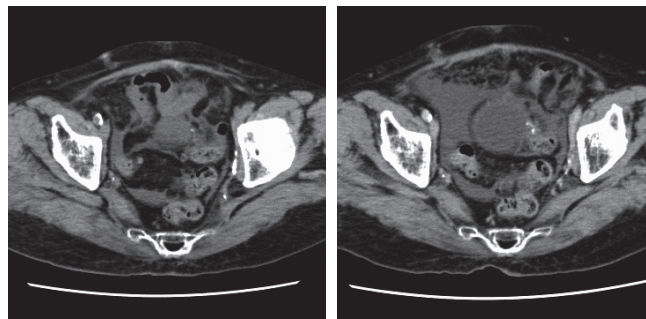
単純CT(左)と1時間後の造影CT(右)
